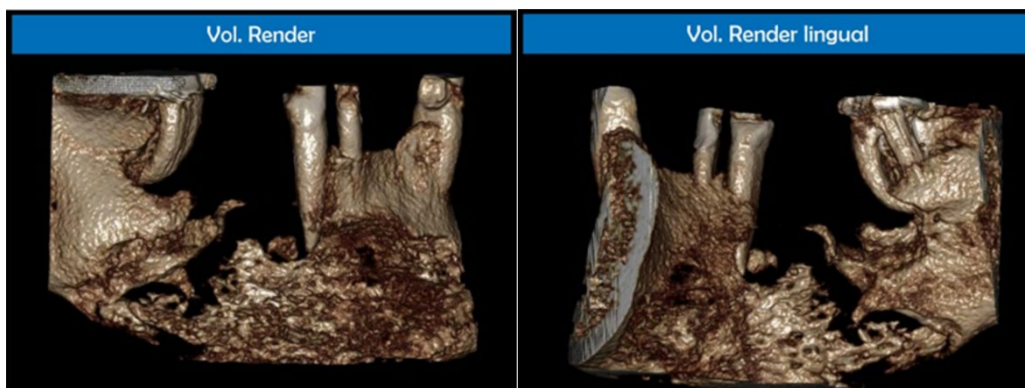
tomografía computarizada de haz cónico. Reconstrucción volumétrica de la zona afectada.
